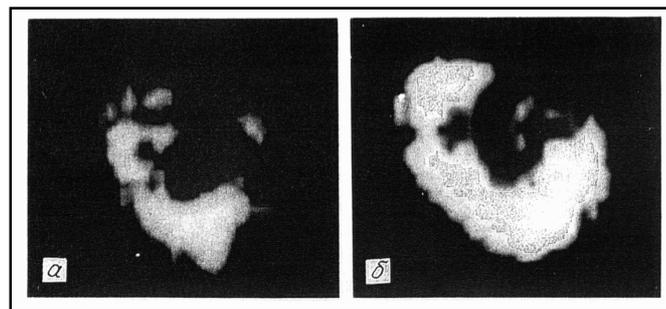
Сцинтиграмма миокарда больного ишемической болезнью сердца до (а) и после (б) лазеротерапии
